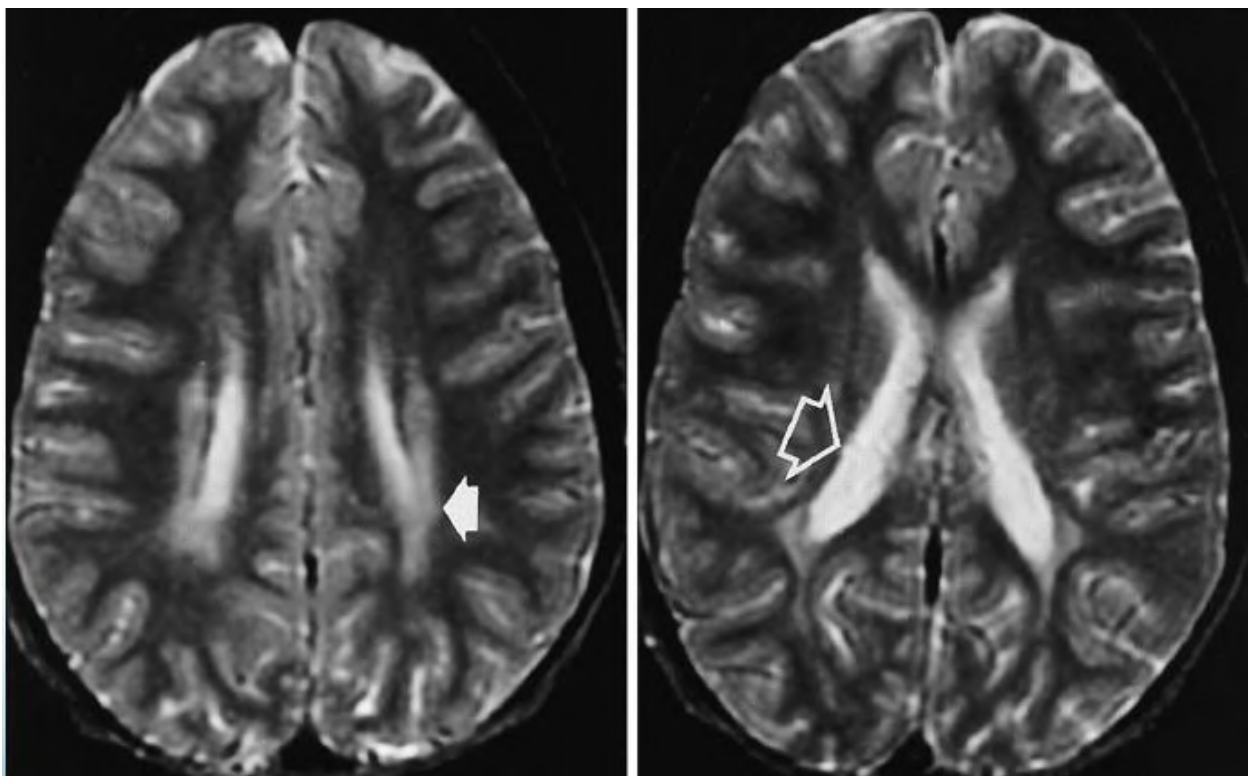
Осевые T1-взвешенные, FLAIR-MP-изображения постнатальной эволюции микроглии и ПВЛ, были зарегистрированы у недоношенного младенца с 31-недельного возраста. Некоторые примеры микроглии связаны с цитомегаловирусной инфекцией, сосудистыми аномалиями, ишемическими событиями или нарушениями обмена веществ (митохондриальные расстройства).
